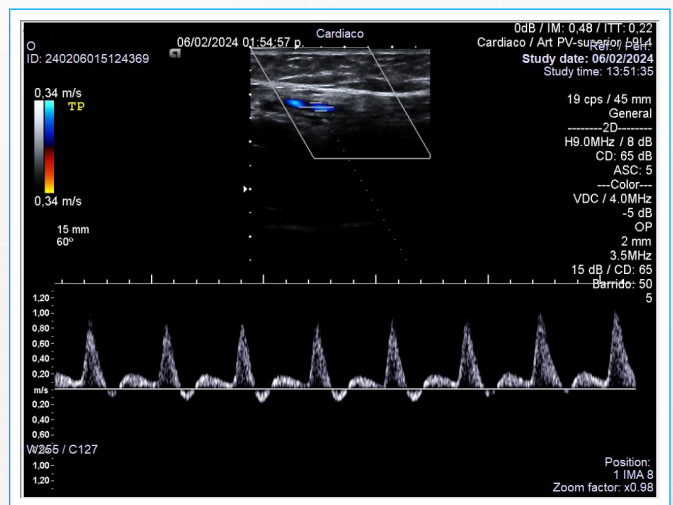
Señal espectral de *doppler* arterial pulsado de la arteria tibial posterior contralateral sin obstrucciones significativas.
